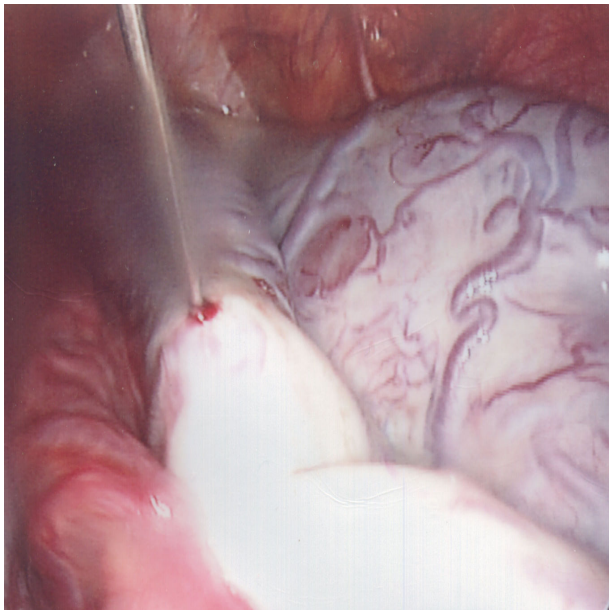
Ultrasonography-guided aspiration of the cyst with spinal needle was visualized with laparoscopy. Remained fluid were aspirated without spillage and adequate surgical field was obtained.
